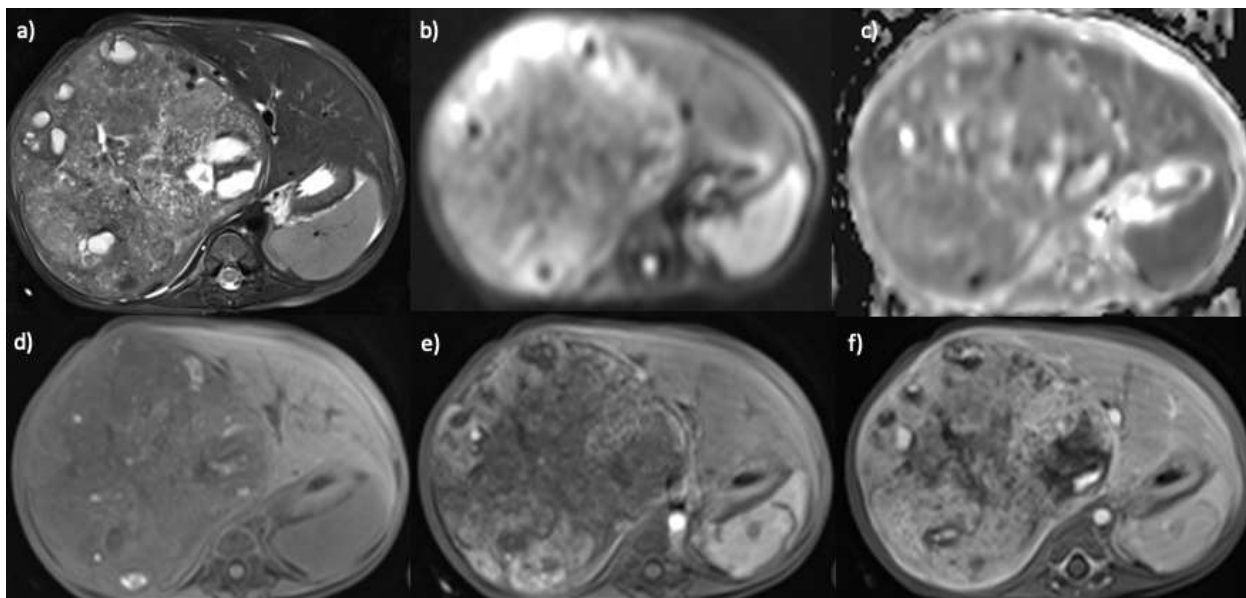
Пациентка, 4 года, гепатобластома. МРТ в аксиальной проекции с динамическим контрастным усилением: а) T2ВИ с подавлением сигнала от жировой ткани; б) ДВИ с фактором взвешенности 800; в) ИКД-карта; д) T1vibe до введения контрастного препарата; е) T1vibe артериальная фаза; ф) T1vibe венозная фаза. Во всех сегментах правой доли печени визуализируется гиперинтенсивное на T2ВИ образование со множественными жидкостными включениями. На ДВИ с фактором взвешенности 800 отмечается гиперинтенсивный сигнал от опухоли с единичными гипоинтенсивными включениями. На ИКД карте образование изоинтенсивно паренхиме печени. На T1ВИ очаг имеет гипоинтенсивный сигнал, а также множественные гиперинтенсивные участки, которые соответствуют продуктам биодegradации гемоглобина. При динамическом контрастном усилении опухоль неоднородно интенсивно накапливает контрастный препарат, с пиком накопления в венозную фазу.
